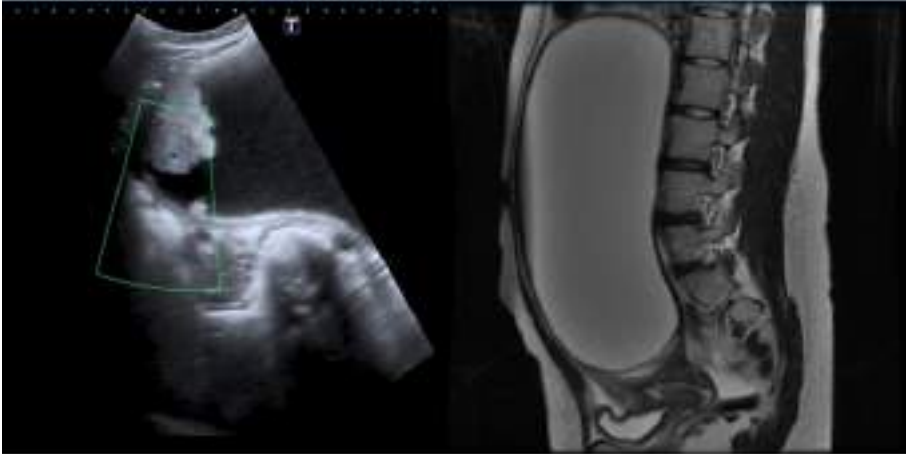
Ecografía en la que se visualiza la imagen quística con proyección papilar con vascularización en su interior. RMN en la que se puede observar la magnitud de la masa ovárica.
